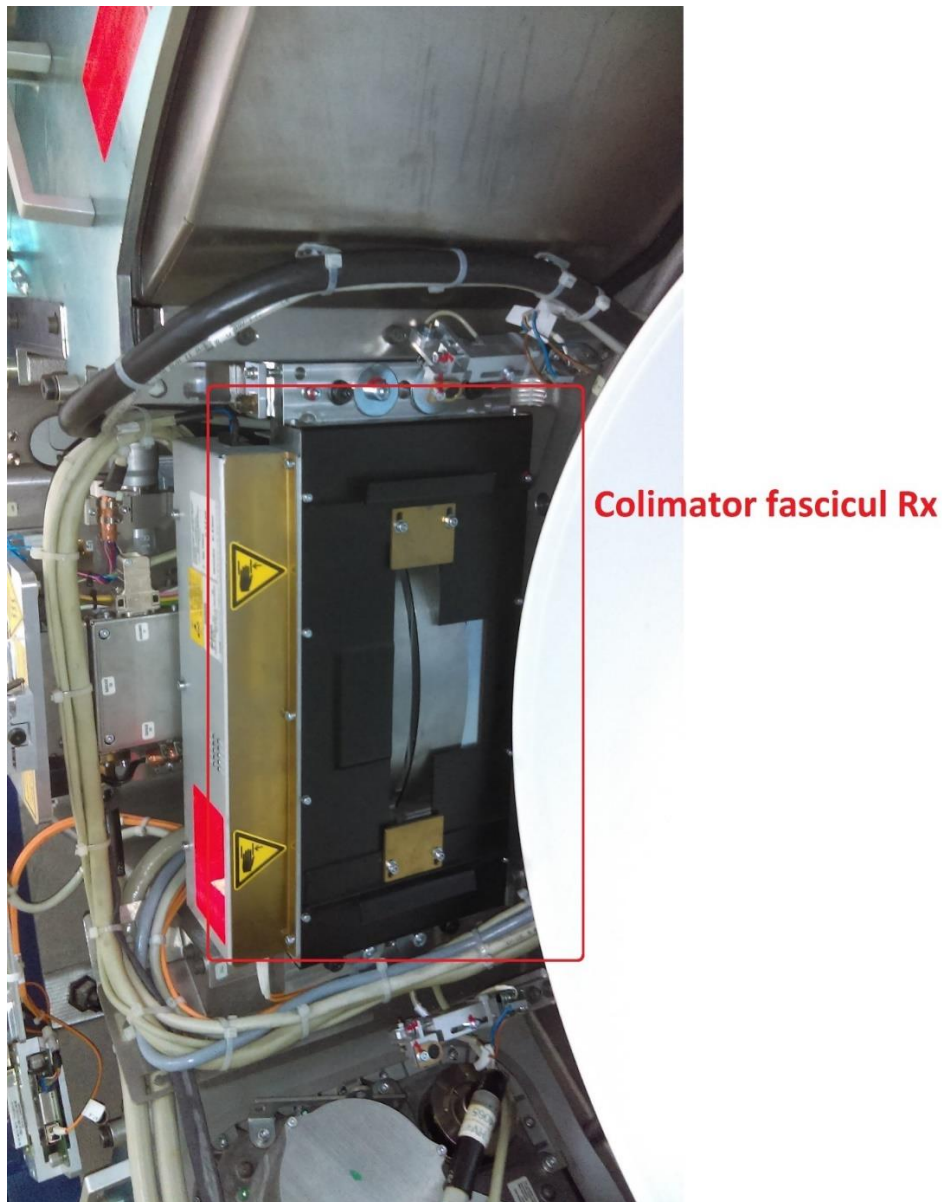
4.2 Colimator fascicul RX al unui aparat CT
